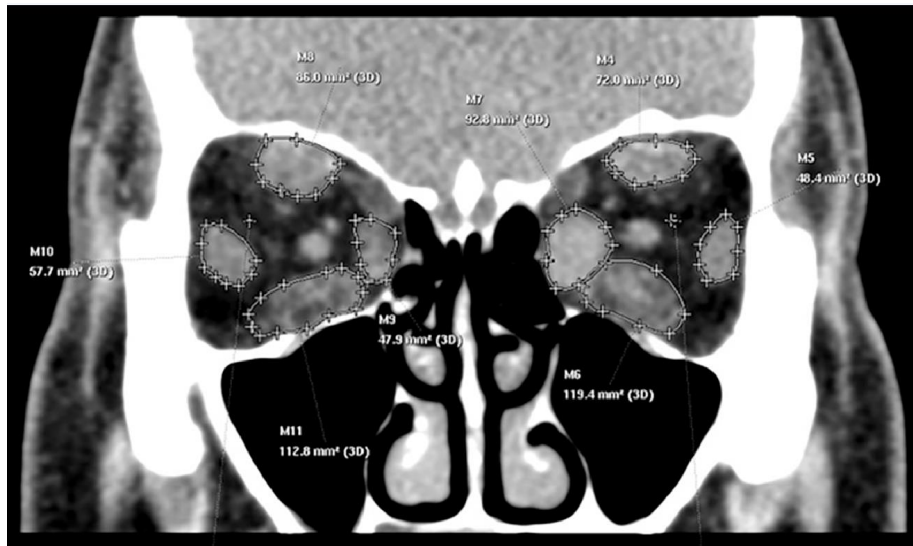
CT measurements of the recti muscles areas.
